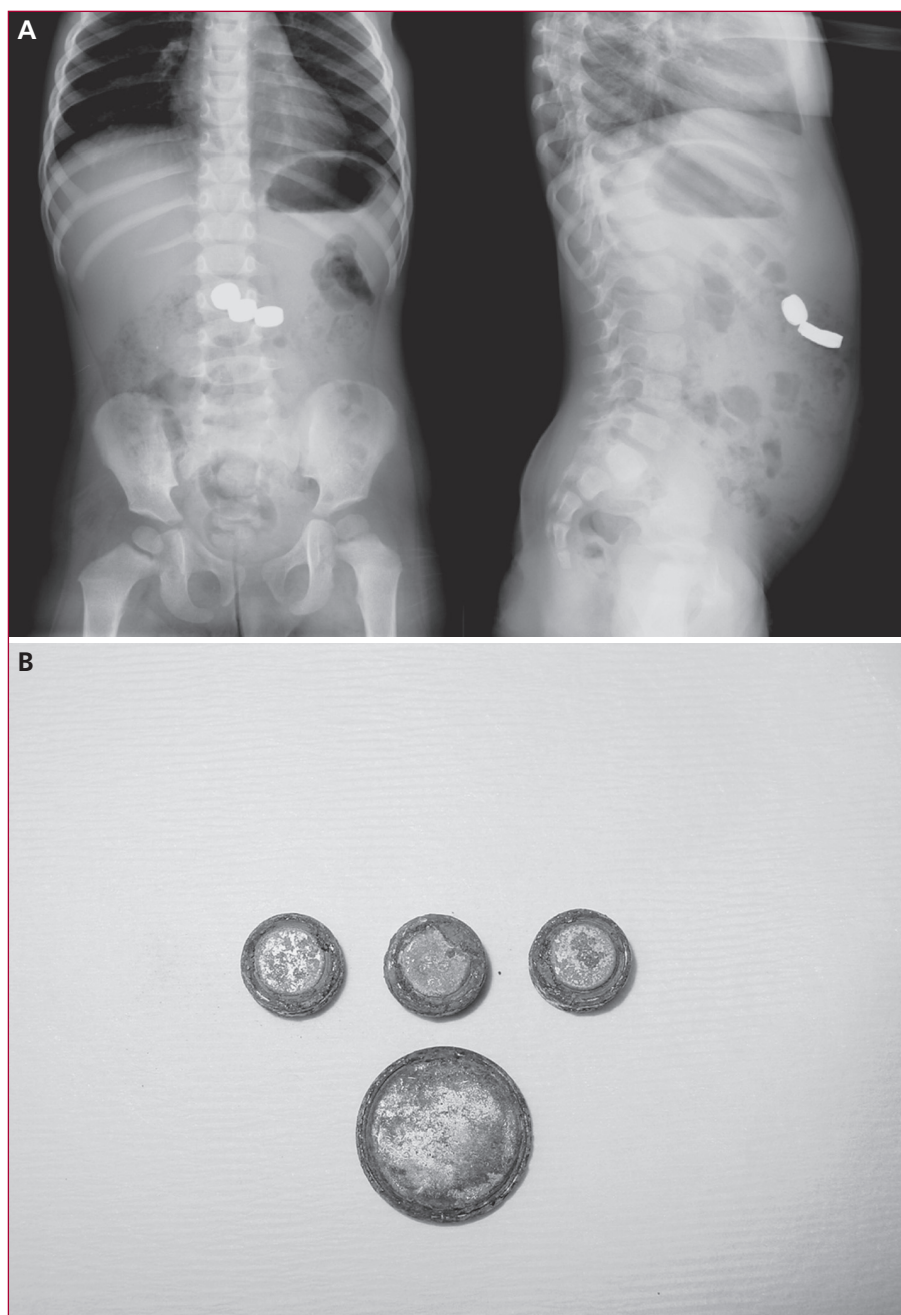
A. Radiographies de l'abdomen face et profil après ingestion simultanée de trois piles boutons chez un enfant qui vont être retirées par voie endoscopique. B. Vue après extraction des piles qui sont déjà oxydées.
